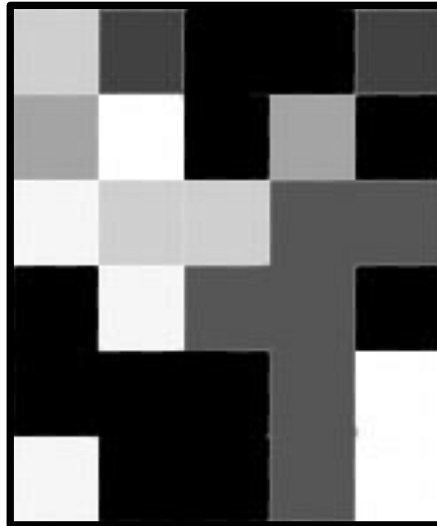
Primera imagen de sonoelasticidad obtenida por Lerner y col. en la que se “aprecia” un “tumor” en un fantoma representado por los cuadros negros. (Imagen adaptada de Lerner y col. (1988). *Sonoelasticity images derived from ultrasound signals in mechanically vibrated targets*)
